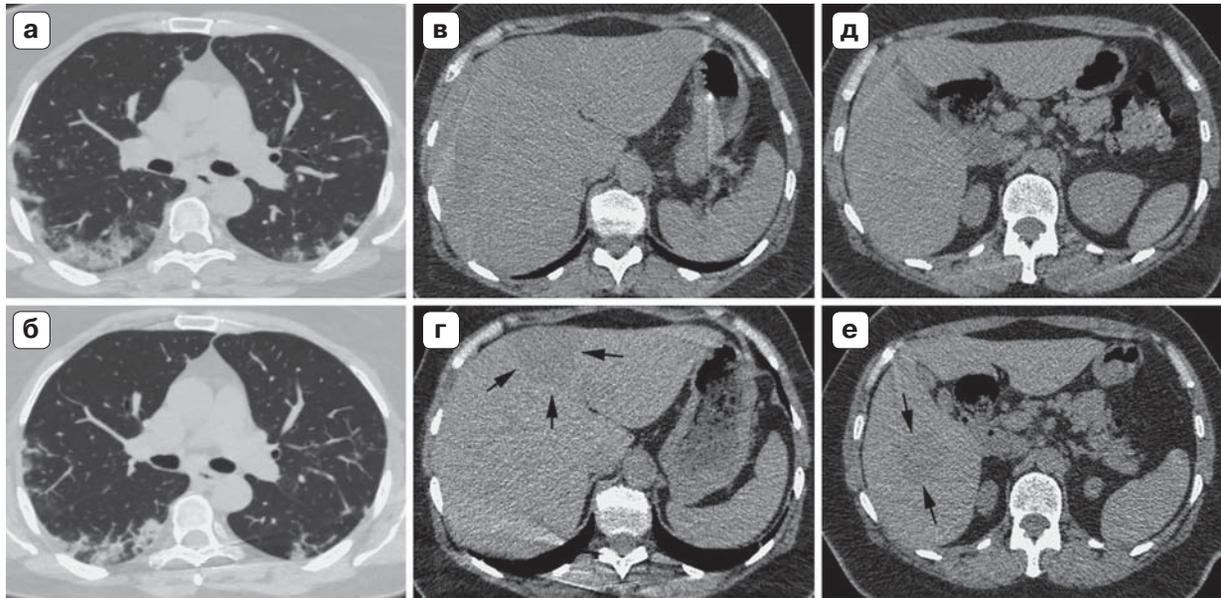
КТ пациентки 56 лет, COVID-19, срезы на уровне главных бронхов (а, б – легочное электронное окно) и верхних отделов живота (в, г, д, е – мягкотканное электронное окно). Исследования от 07.05.2020 (верхний ряд) и 13.05.2020 (нижний ряд). Средняя плотность печени при первичном исследовании 43 HU, при повторном – 52 HU. При повышении плотности в S4 и на границе S5/6 (стрелки) проявились участки, подозрительные на объемные образования, которые достоверно не визуализировались при первичном сканировании. ЛДГ от 02.05.2020 – 428 МЕ/л (120–378).
